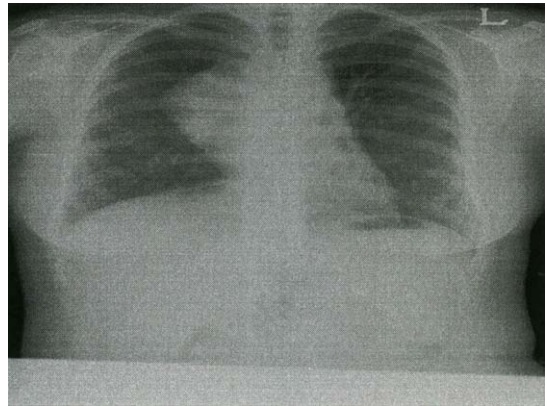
Preoperative chest X-ray shows relatively well defined mediastinal opacity at right side anterior mediastinum.
